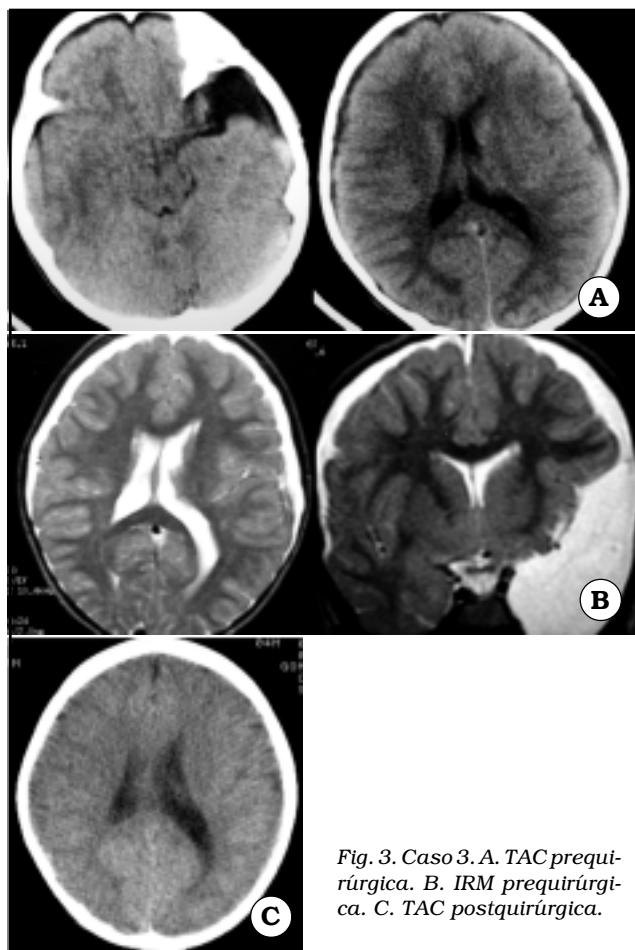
Caso 3. A. TAC prequirúrgica. B. IRM prequirúrgica. C. TAC postquirúrgica.
